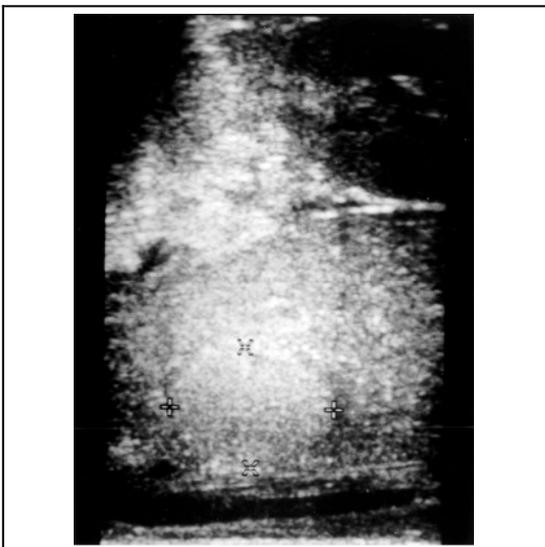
Abdominal sonogram shows a solitary mass in the right lobe of liver and liver cirrhosis.
